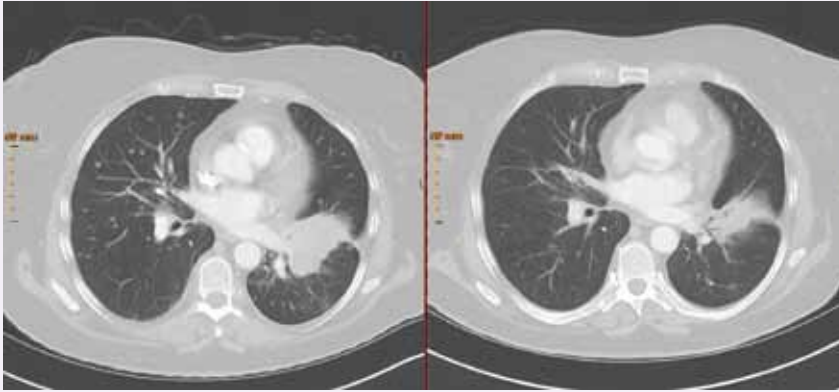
CT Thorax vor Beginn der Therapie mit Osimertinib (links) und nach 3 Monaten Therapie mit Osimertinib (rechts), mit gutem Ansprechen des Primärtumors und fast vollständiger Remission der Lungenmetastasen.
